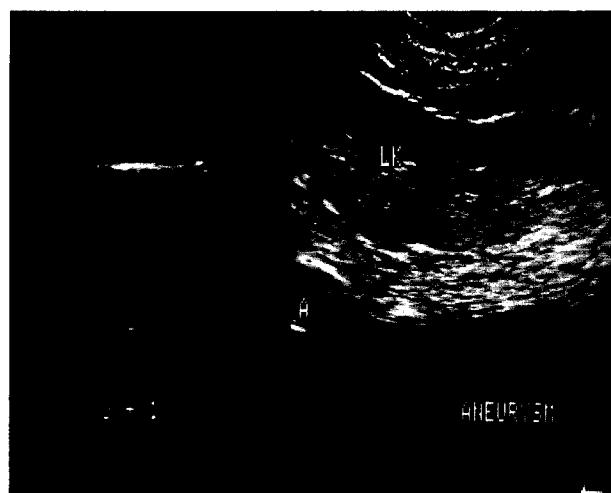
Preoperative ultrasonography demonstrates the vessel to be markedly dilated.
